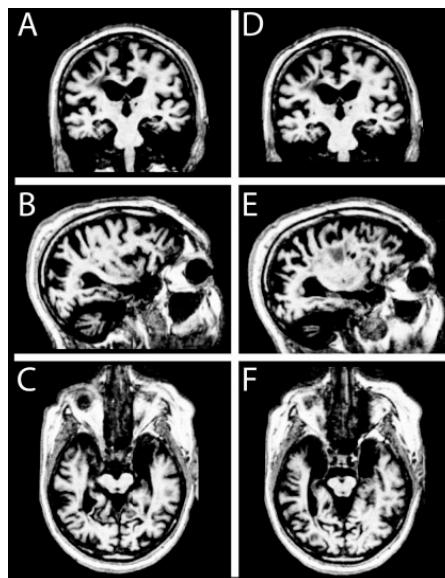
MRT-Aufnahmen des Patienten H.M. nach erfolgter Temporallappenresektion coronar (A, D), sagittal (B, E), and axial (C, F) in der linken (A–C) und rechten (D–F) Hemisphäre (aus Salat et al. 2006).
